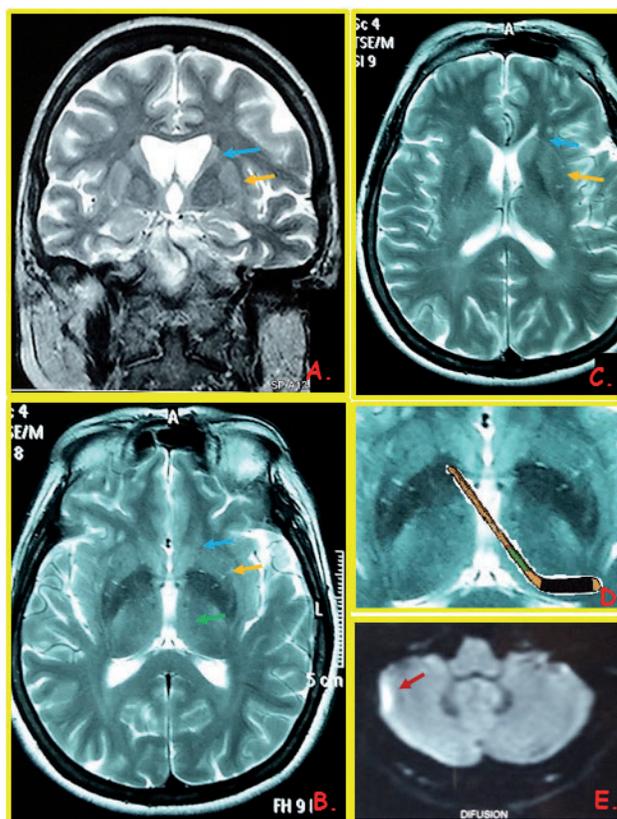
Descripción de las lesiones hiperintensas en la RMN cerebral halladas en la paciente y sus patrones imagenológicos.
